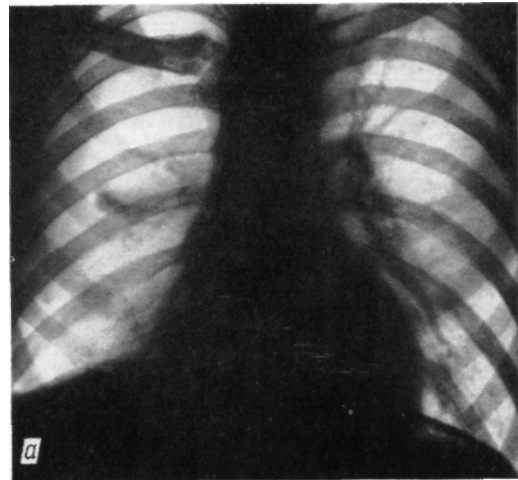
Рентгенограммы близнецов с правосторонним пневмотораксом:
